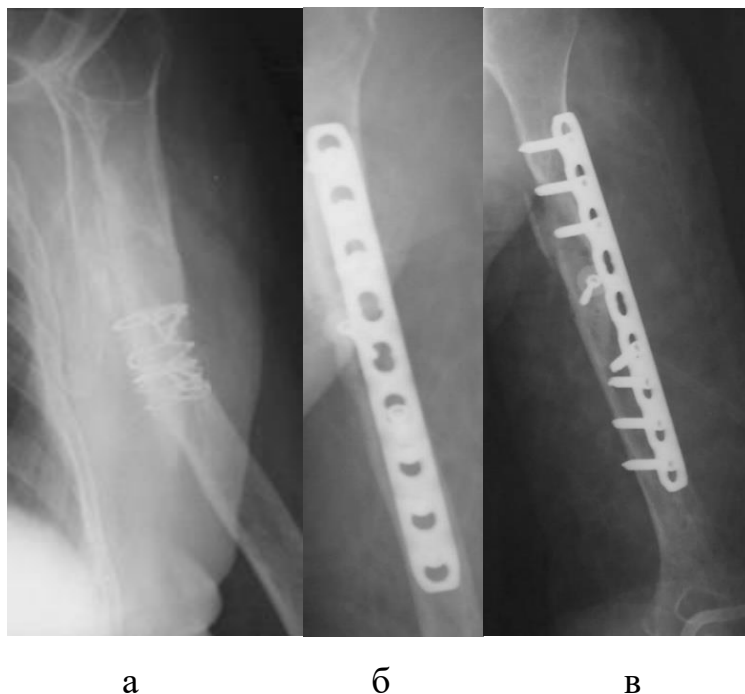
а -Рентгенограмма плечевой кости в прямой проекции: ложный сустав средней трети после остеосинтеза проволочным серкляжем, б- рентгенограммы плечевой кости после операции переднезадняя проекция; в- боковая проекция.
